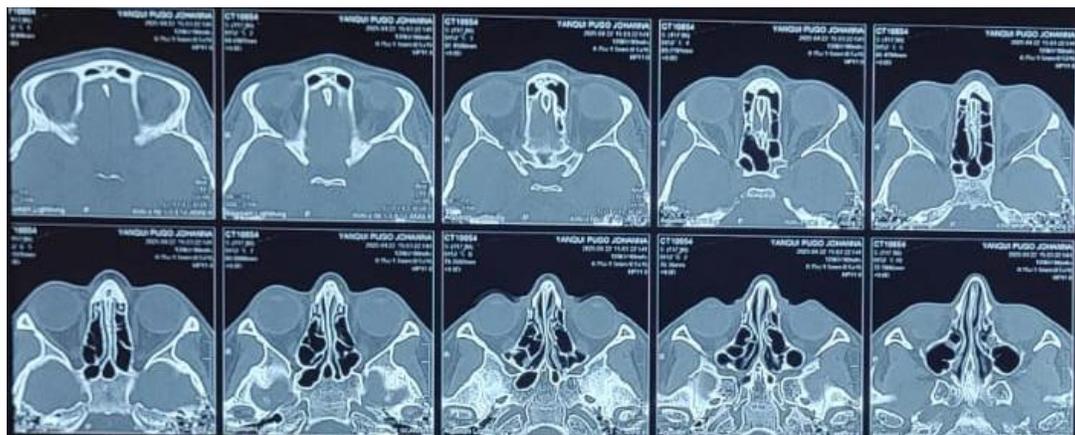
TC multicorte de nariz y cavidades paranasales. Corte axial. Engrosamiento mucoso de los senos maxilares
